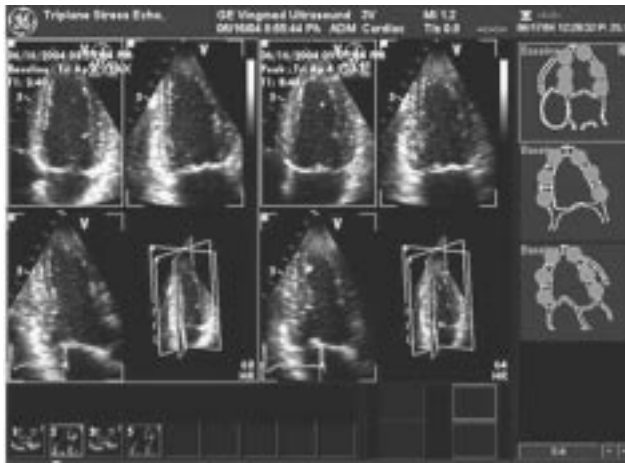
Ecocardiografía *stress* para evaluar alteraciones segmentarias de la motilidad para descartar isquemia miocárdica.
